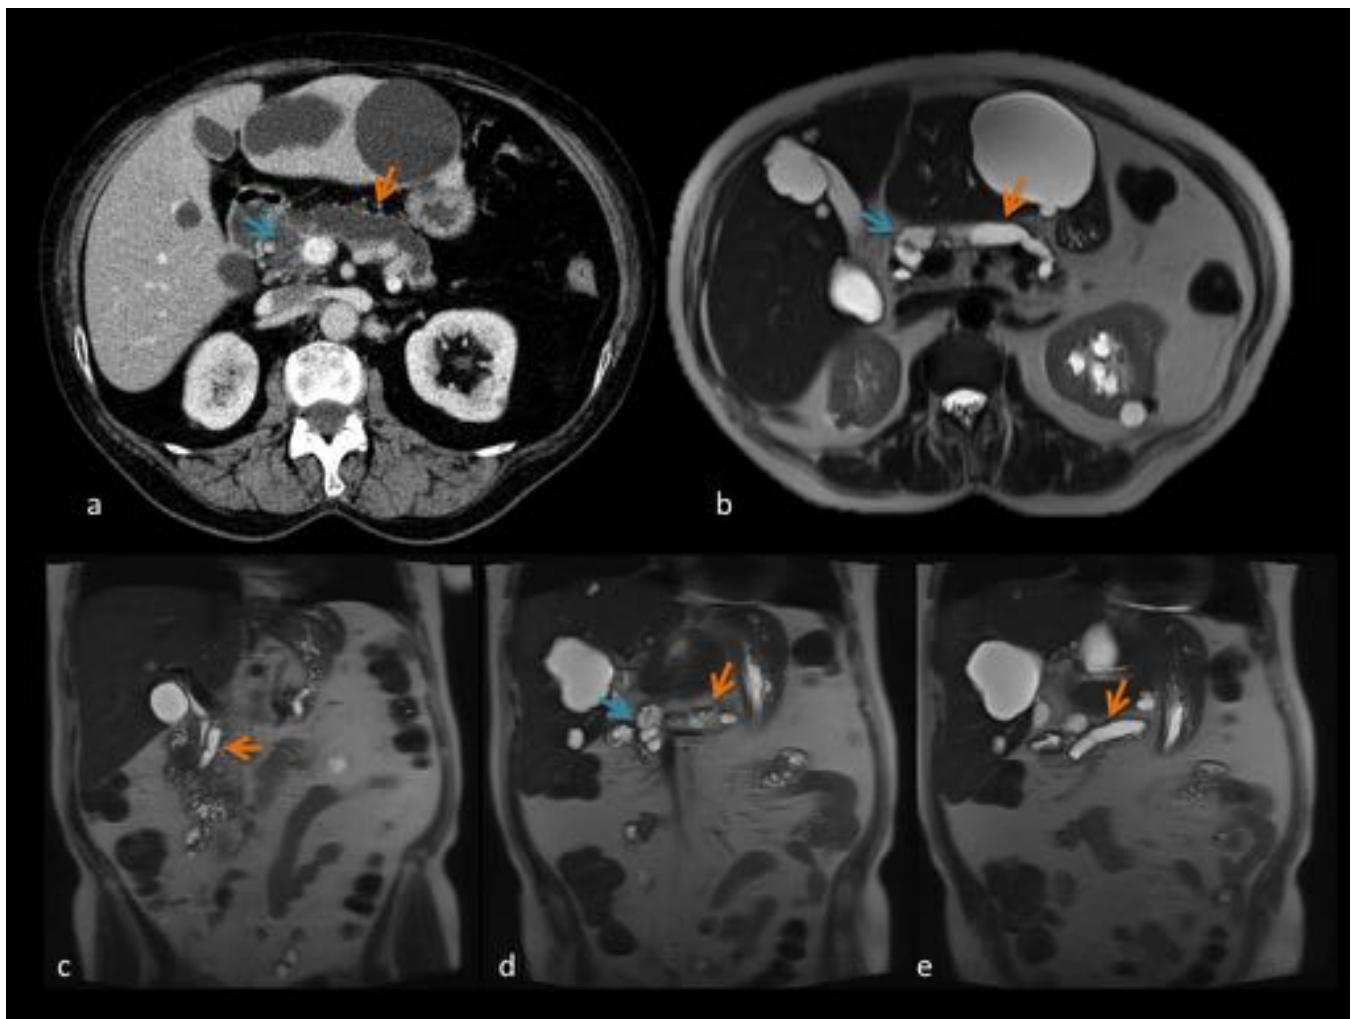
Varón 52 años. Lesión quística multiloculada en cabeza pancreática (flecha azul) que comunica con el conducto principal dilatado (flecha naranja), en relación con TMPI mixto. Múltiples quistes hepáticos y renales. a. CT civ axial. b. T2 axial. c d e. T2 coronal.
